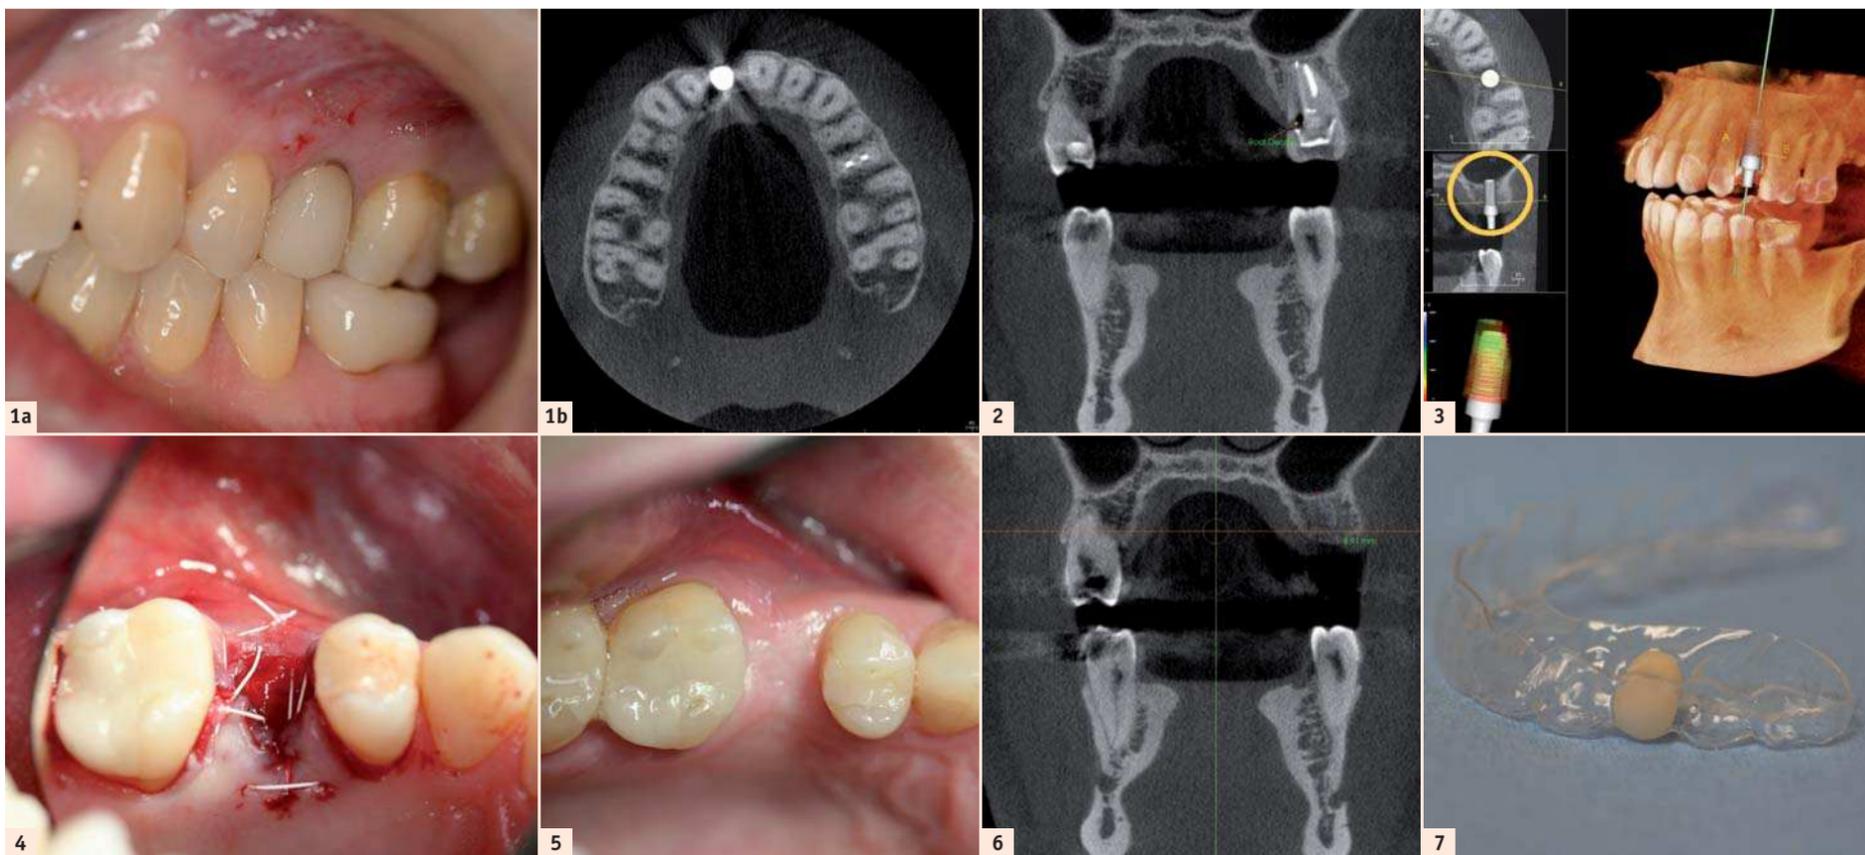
Vue intra-orale préopératoire. | Fig. 1b : Vue coronaire préopératoire acquise par CBCT. | Fig. 2 : Vue axiale préopératoire acquise par CBCT. | Fig. 3 : Plan virtuel du traitement implantaire. | Fig. 4 : Greffe osseuse alvéolaire. | Fig. 5 : Crête 12 semaines après la greffe. | Fig. 6 : Vue axiale après extraction et greffe. | Fig. 7 : Gouttière de protection de l'implant/Essix.
